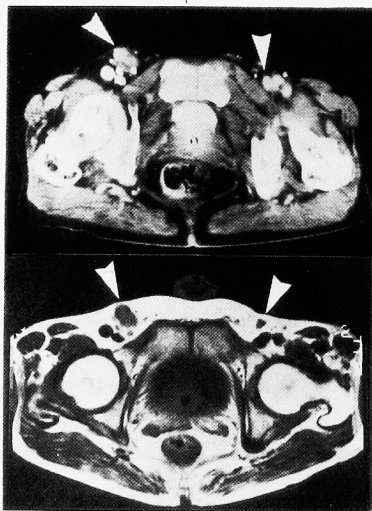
CT and MRI: The arrows indicate the bilateral enlarged inguinal lymph nodes.
